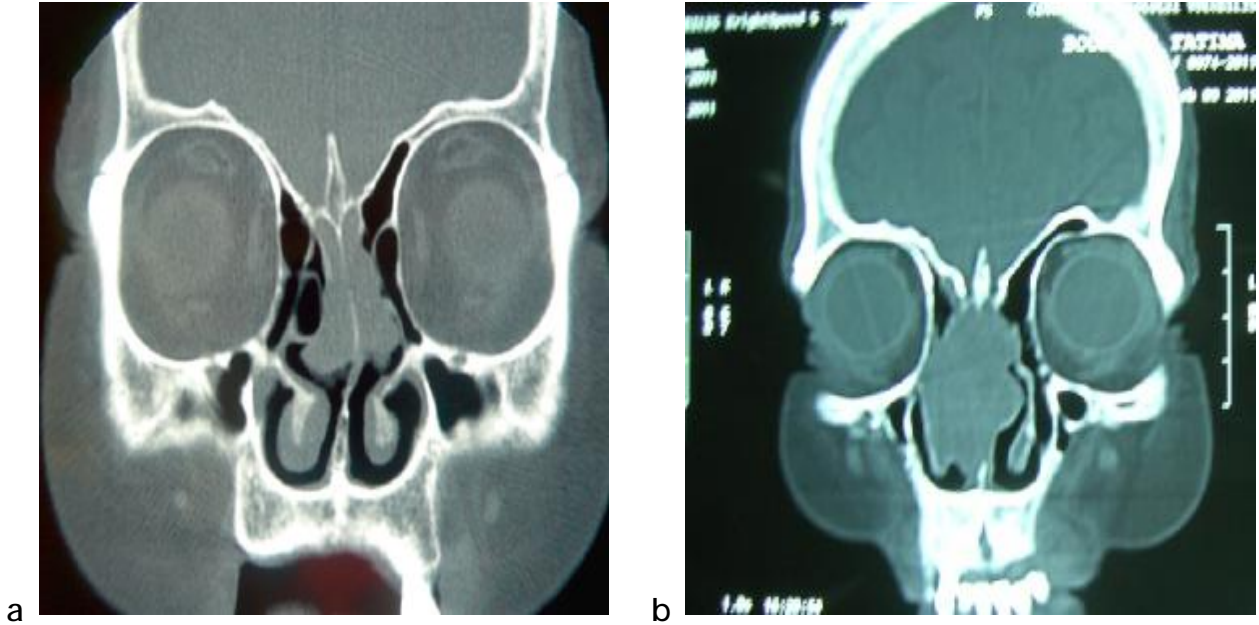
TDM en coupe coronale objective un comblement tissulaire élargissant la fente olfactive avec un sinus ethmoïdal bien aéré [Iconographie du CHU Hassan II].
